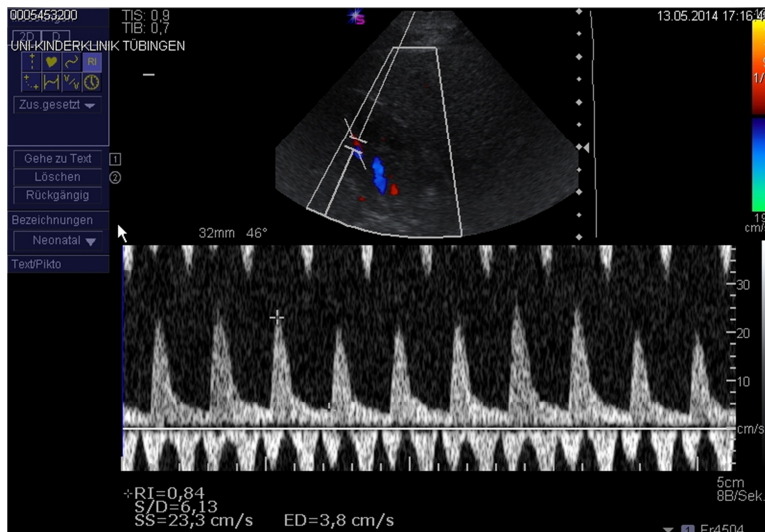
Farb- und Spektral-Doppler-Ultraschallbild der Niere
